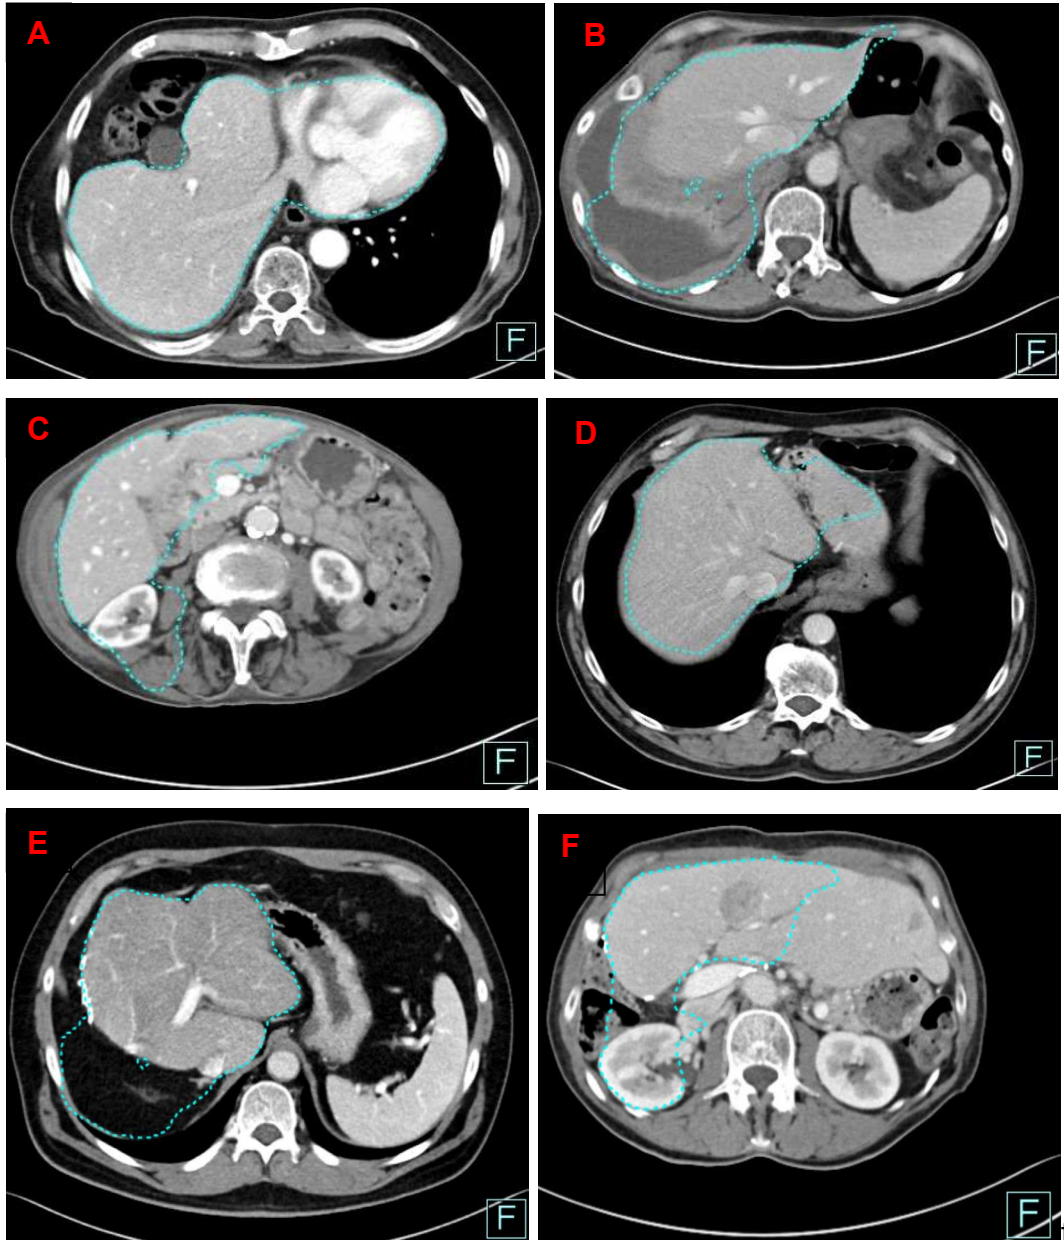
Fehler bei der automatischen Lebervolumetrie bei KM CT (105)
